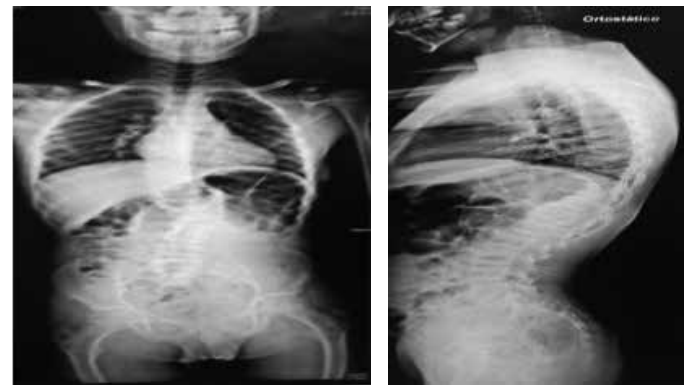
Radiografias da coluna lombar em anteroposterior (A) e em perfil (B) evidenciando múltiplas fraturas vertebrais evoluindo com cifoescoliose aumentada.
